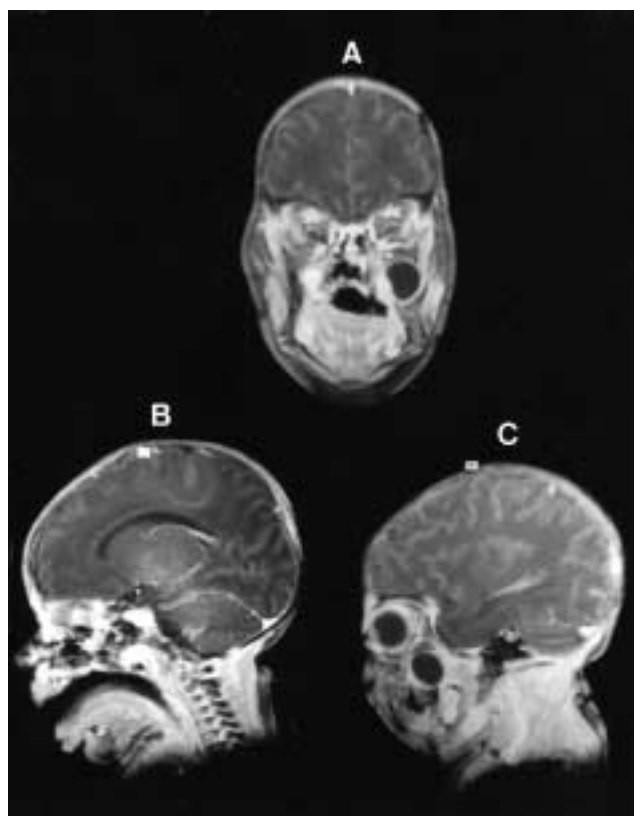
Cas n° 1 — IRM initiale en séquence T1 avec injection de Gadolinium.
